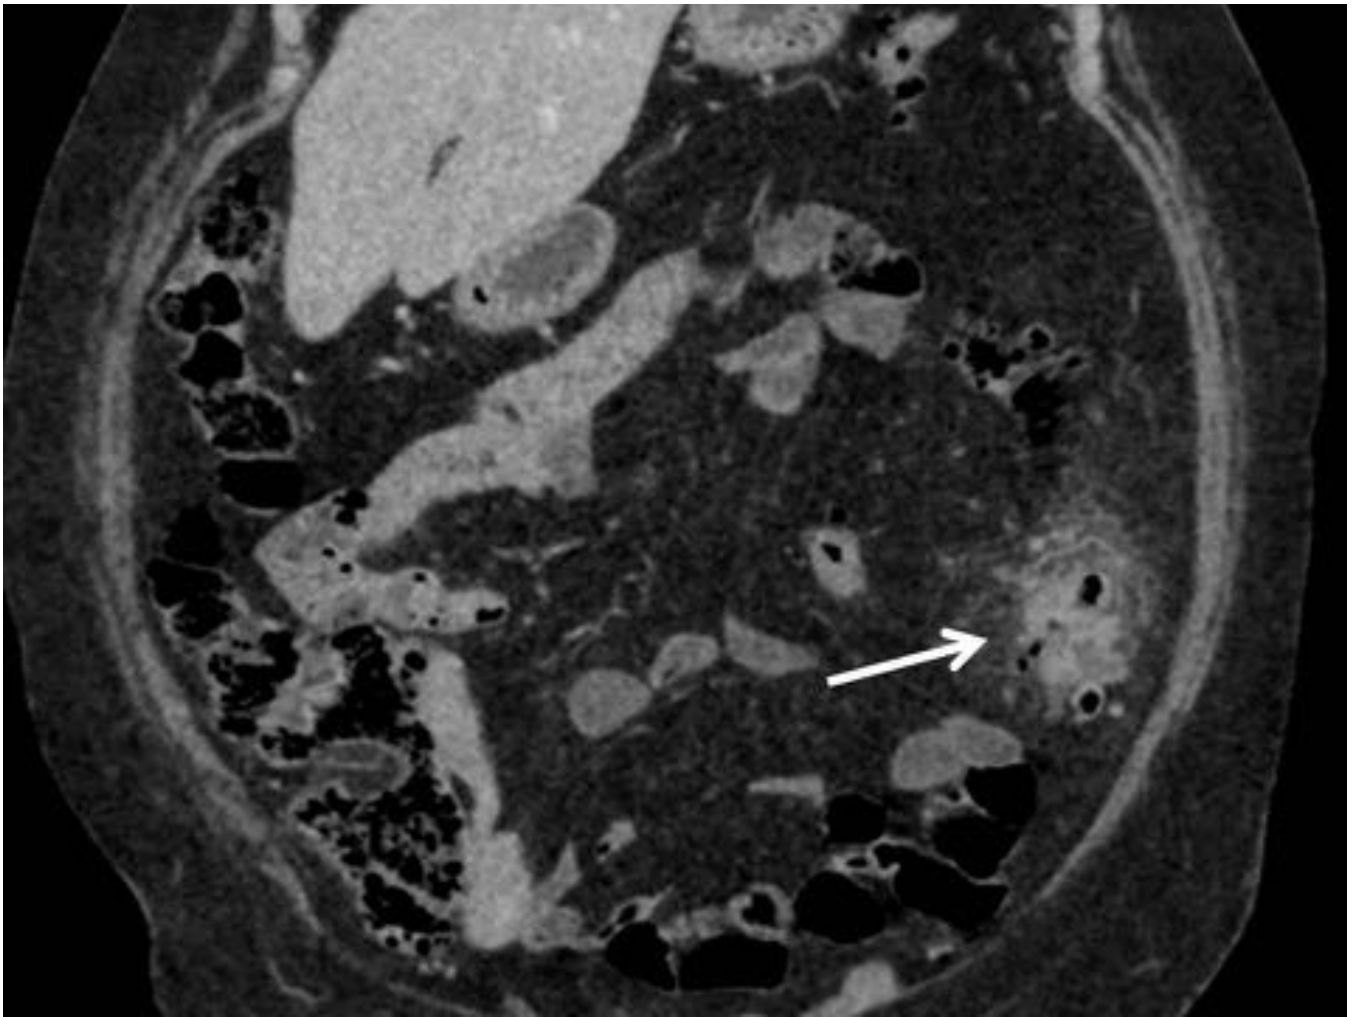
Fig. 4. Plano coronal de TC con CIV de un paciente en el que se observan dos focos de diverticuli colon descendente, separados por un segmento de colon respetado (flecha amarilla). Referencias: Servicio Hospital Ramón y Cajal, Madrid, España.
